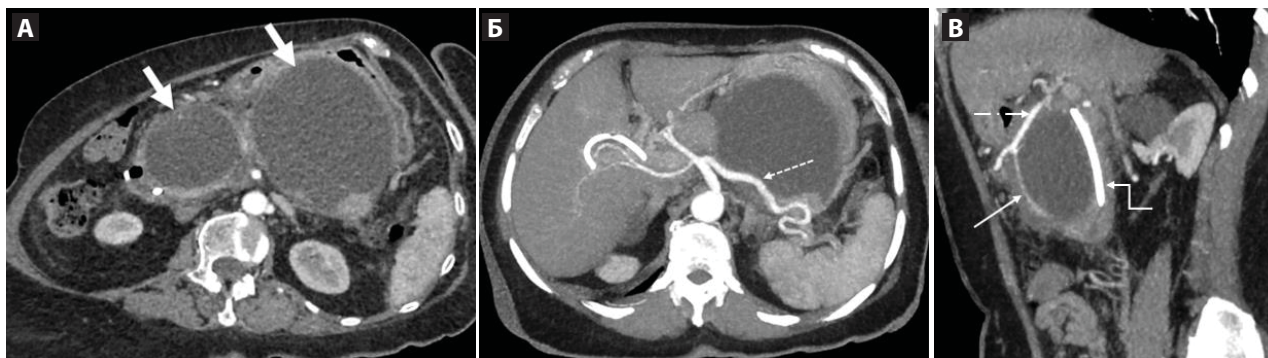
КТ на 4-й неделе болезни. Криволинейная реконструкция (А), артериальная фаза. Постнекротические псевдокисты головки, тела и хвоста ПЖ (толстые стрелки). Аксиальное и косоагитальное изображения, МIP (Б, В), артериальная фаза. Селезеночная артерия (пунктирная стрелка) расположена в полости ПК на границе тела и хвоста ПЖ. Гастродуоденальная артерия (пунктирная с точкой стрелка), верхняя передняя панкреатодуоденальная артерия (тонкая стрелка) проходят по передней стенке ПК, расположенной в области головки и перешейка ПЖ. Паренхима железы оттеснена, с наличием стента в ОЖП (ломаная стрелка)
